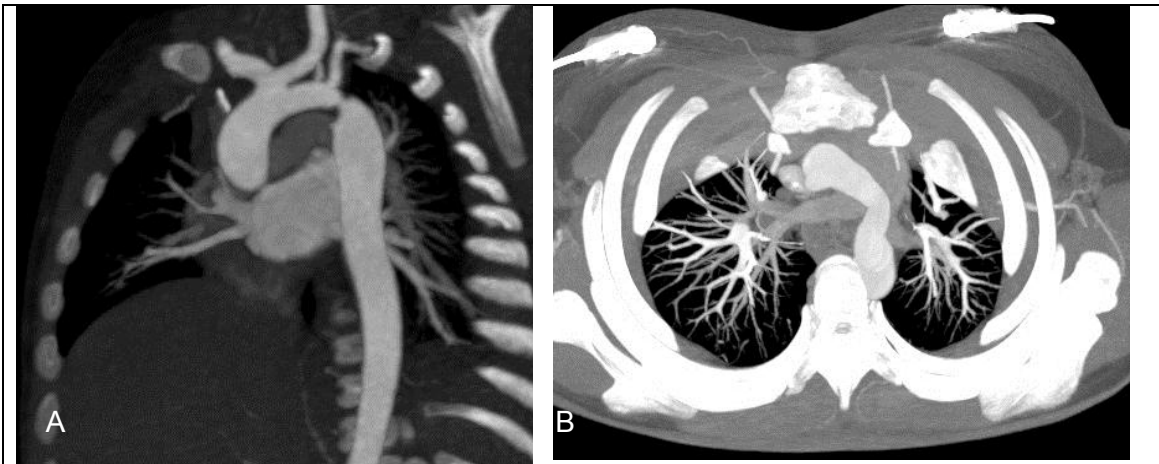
Coartación aórtica. Imágenes de tomografía computada en fase contrastada arterial. En la imagen A se muestra una reconstrucción multiplanar sagital oblicua izquierda, con máxima intensidad de proyección, en la que se observa coartación posterior a la emergencia de la arteria subclavia izquierda, la cual se encuentra hipoplásica, además de hipoplasia del segmento transverso del cayado aórtico. La imagen B muestra un corte axial, con máxima intensidad de proyección, en el cual se observa la disminución del calibre en el segmento transverso del cayado aórtico en un paciente con coartación aórtica.
